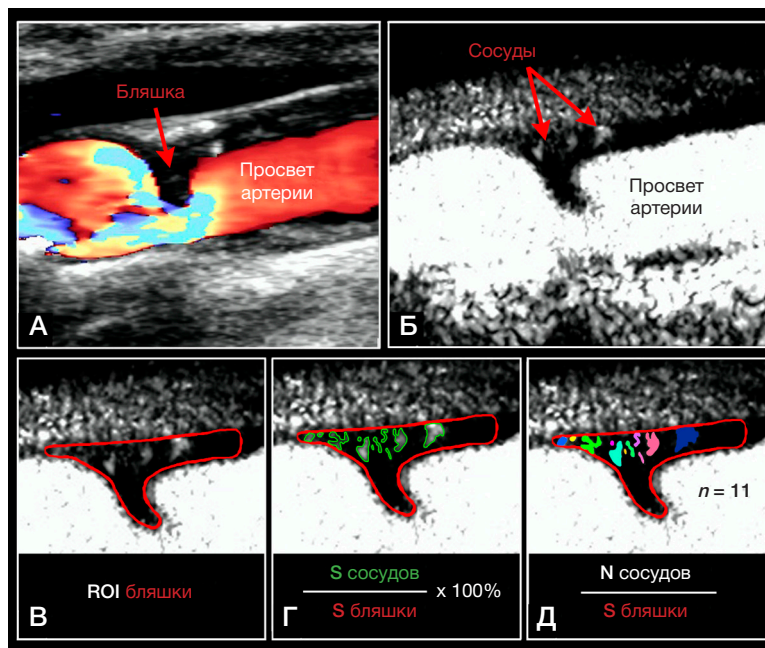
Количественные методы оценки неоваскуляризации атеросклеротической бляшки каротидного синуса с помощью КУУЗИ. А. Гетерогенная атеросклеротическая бляшка с преобладанием гипозоногенного компонента при стандартном дуплексном сканировании в режиме цветового доплеровского картирования. Б. Исследование с контрастным усилением: атеросклеротическая бляшка гипозоногенная с отдельными гиперэхогенными сигналами (сосуды, указаны стрелками), просвет артерии и окружающие ткани гиперэхогенные. В–Д. Способы количественного обседа неоваскуляризации бляшки на 1 кадре с визуально наибольшим количеством сосудов (контур бляшки обозначен красным цветом): расчет интенсивности ультразвукового сигнала (ROI) (В); расчет соотношения площадей сосудов и бляшки (сосуды обведены зеленым цветом) (Г); расчет количества сосудов на 1 см^2 бляшки (сосуды выделены разными цветами) (Д)
